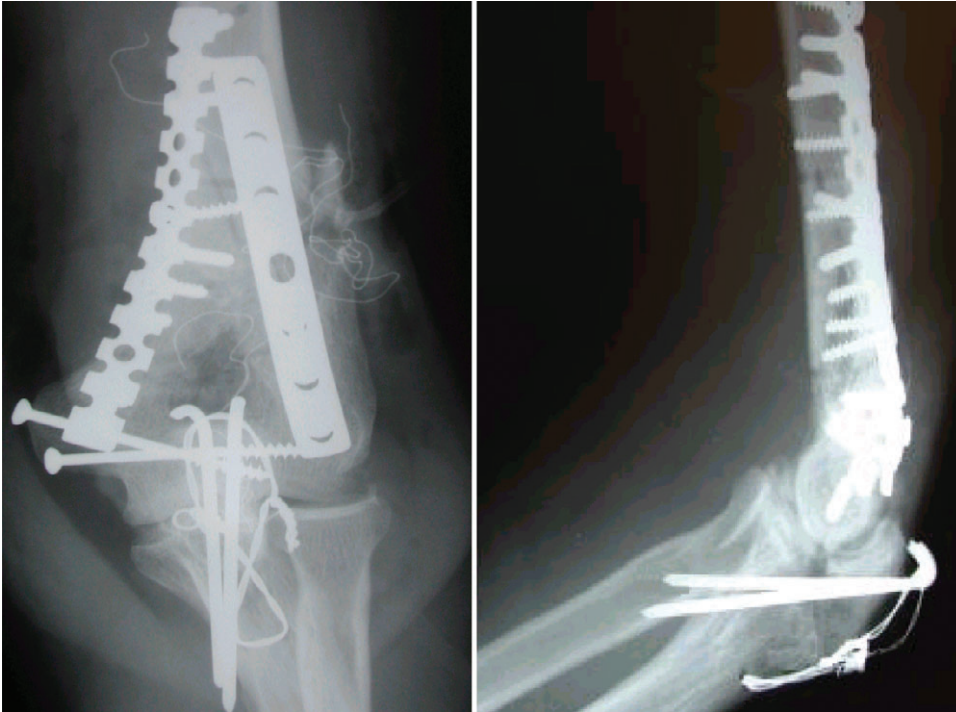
Radiografias pós-operatória.
